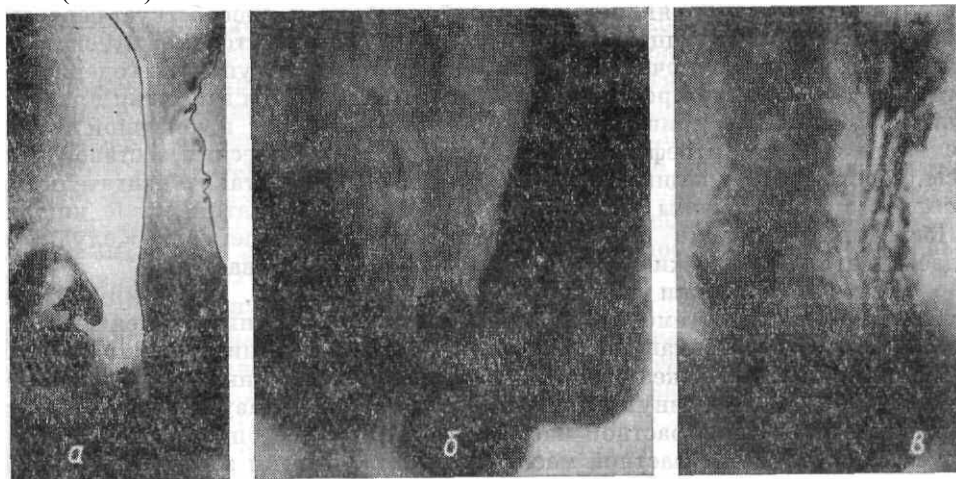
Рентгенограммы желудка в прямой передней проекции. Виды перистальтики:
